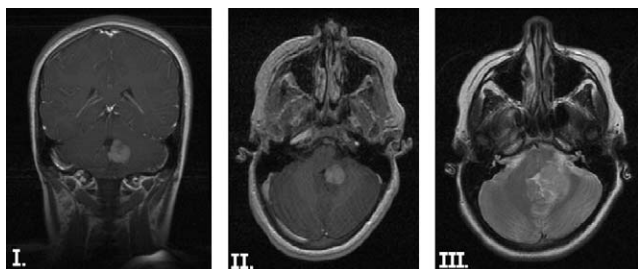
(I y II) RM de mayo de 2008 que evidencia una lesión en el receso lateral izquierdo del IV ventrículo. (III) RM de noviembre de 2008 que muestra un aumento del tamaño de la lesión.
